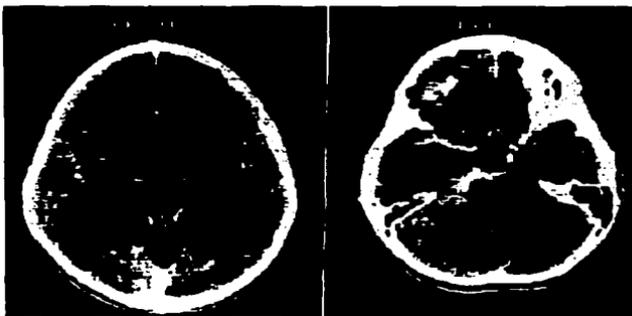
T.C.(tomografía computarizada) y R.M.(resonancia magnética).
